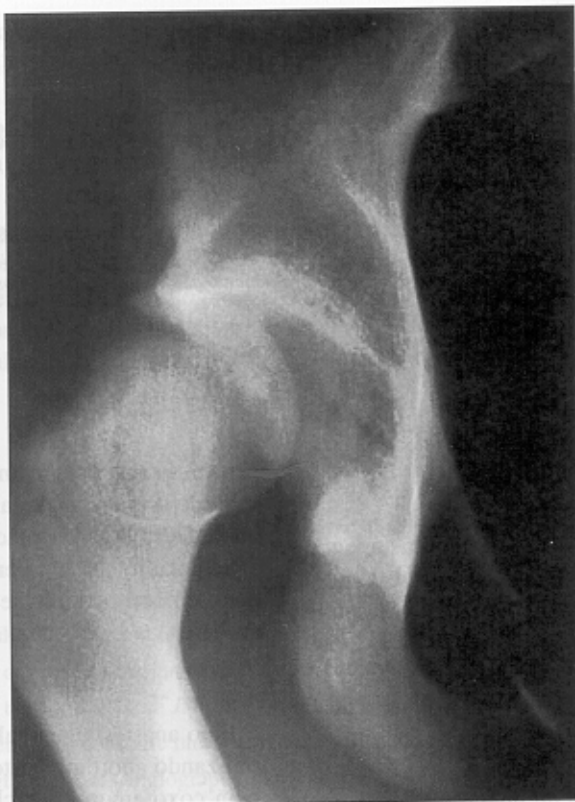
Radiografía de frente de la cadera derecha. Luxación posterior.
